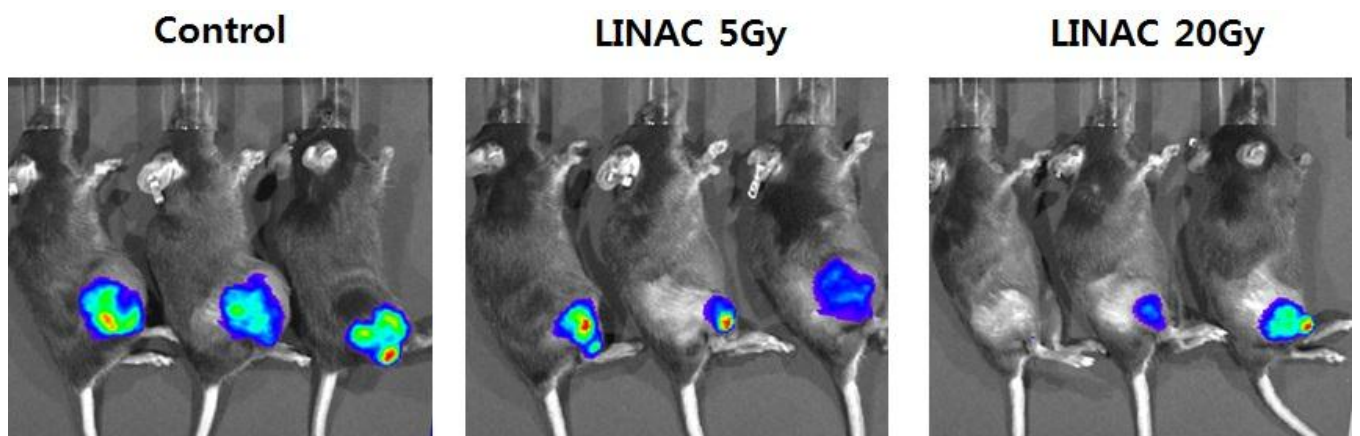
본 연구팀에서 시행한 악성흑색종 세포주 마우스모델에 대한 방사선조사 후 Luciferase activity 변화
